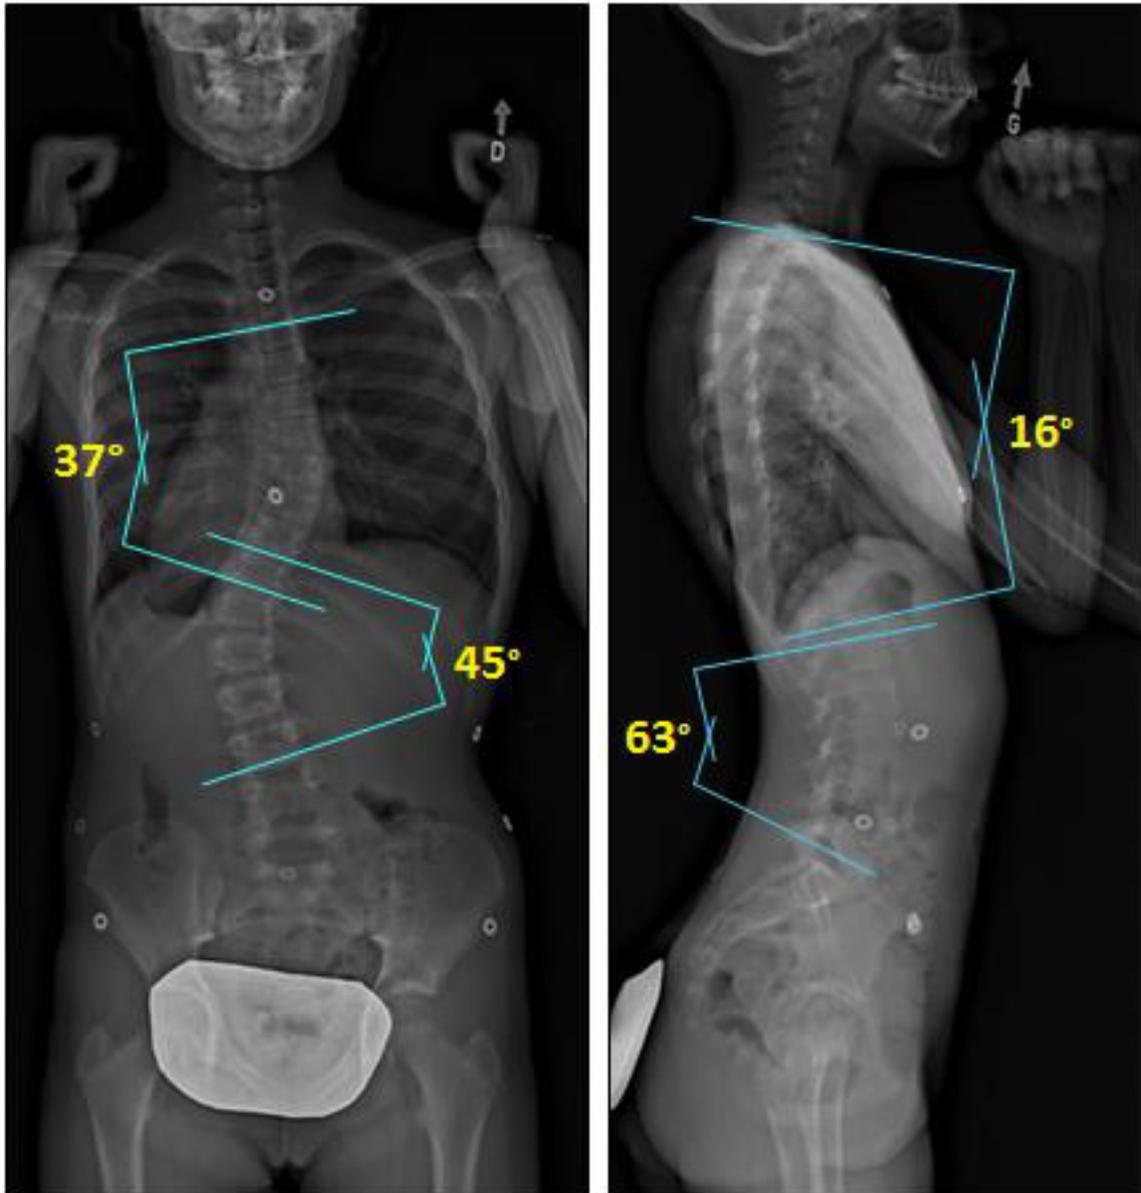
Radiographie d'une patiente ayant la scoliose. Reproduction d'une radiographie anonymisée fournie gracieusement par le CHU-Sainte Justine.
